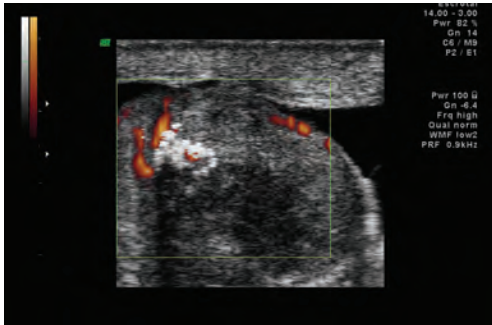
e 162 – O *Color Doppler*, põe em evidência a hipervascularização heterogênea e anárquica da neoplasia. A maioria dos tumores apresenta este padrão irregular de hipervascularização, à semelhança da inflamação testicular (orquite).
